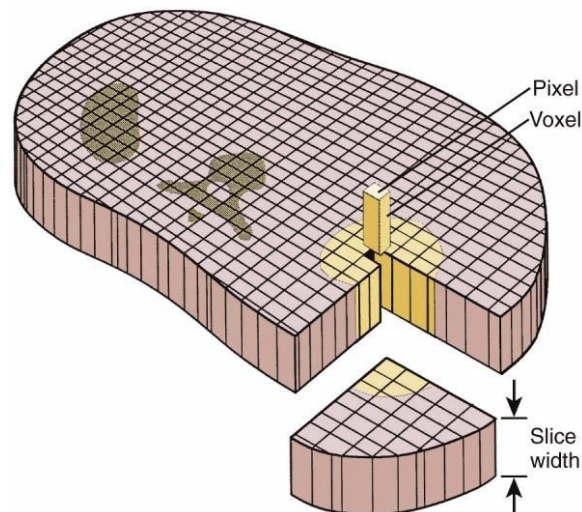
Aufbau eines Volumendatensatzes aus kubischen Volumenelementen (Voxel). Herkömmliche CT-Datensätze bestehen aus Pixel. Werden Pixel mit einer gewissen Schichtdicke (slice thickness oder slice width) integriert, entstehen daraus Voxel (LEIBEL SA et al. 2010) (LEE JKT et al. 1989, S.4)
